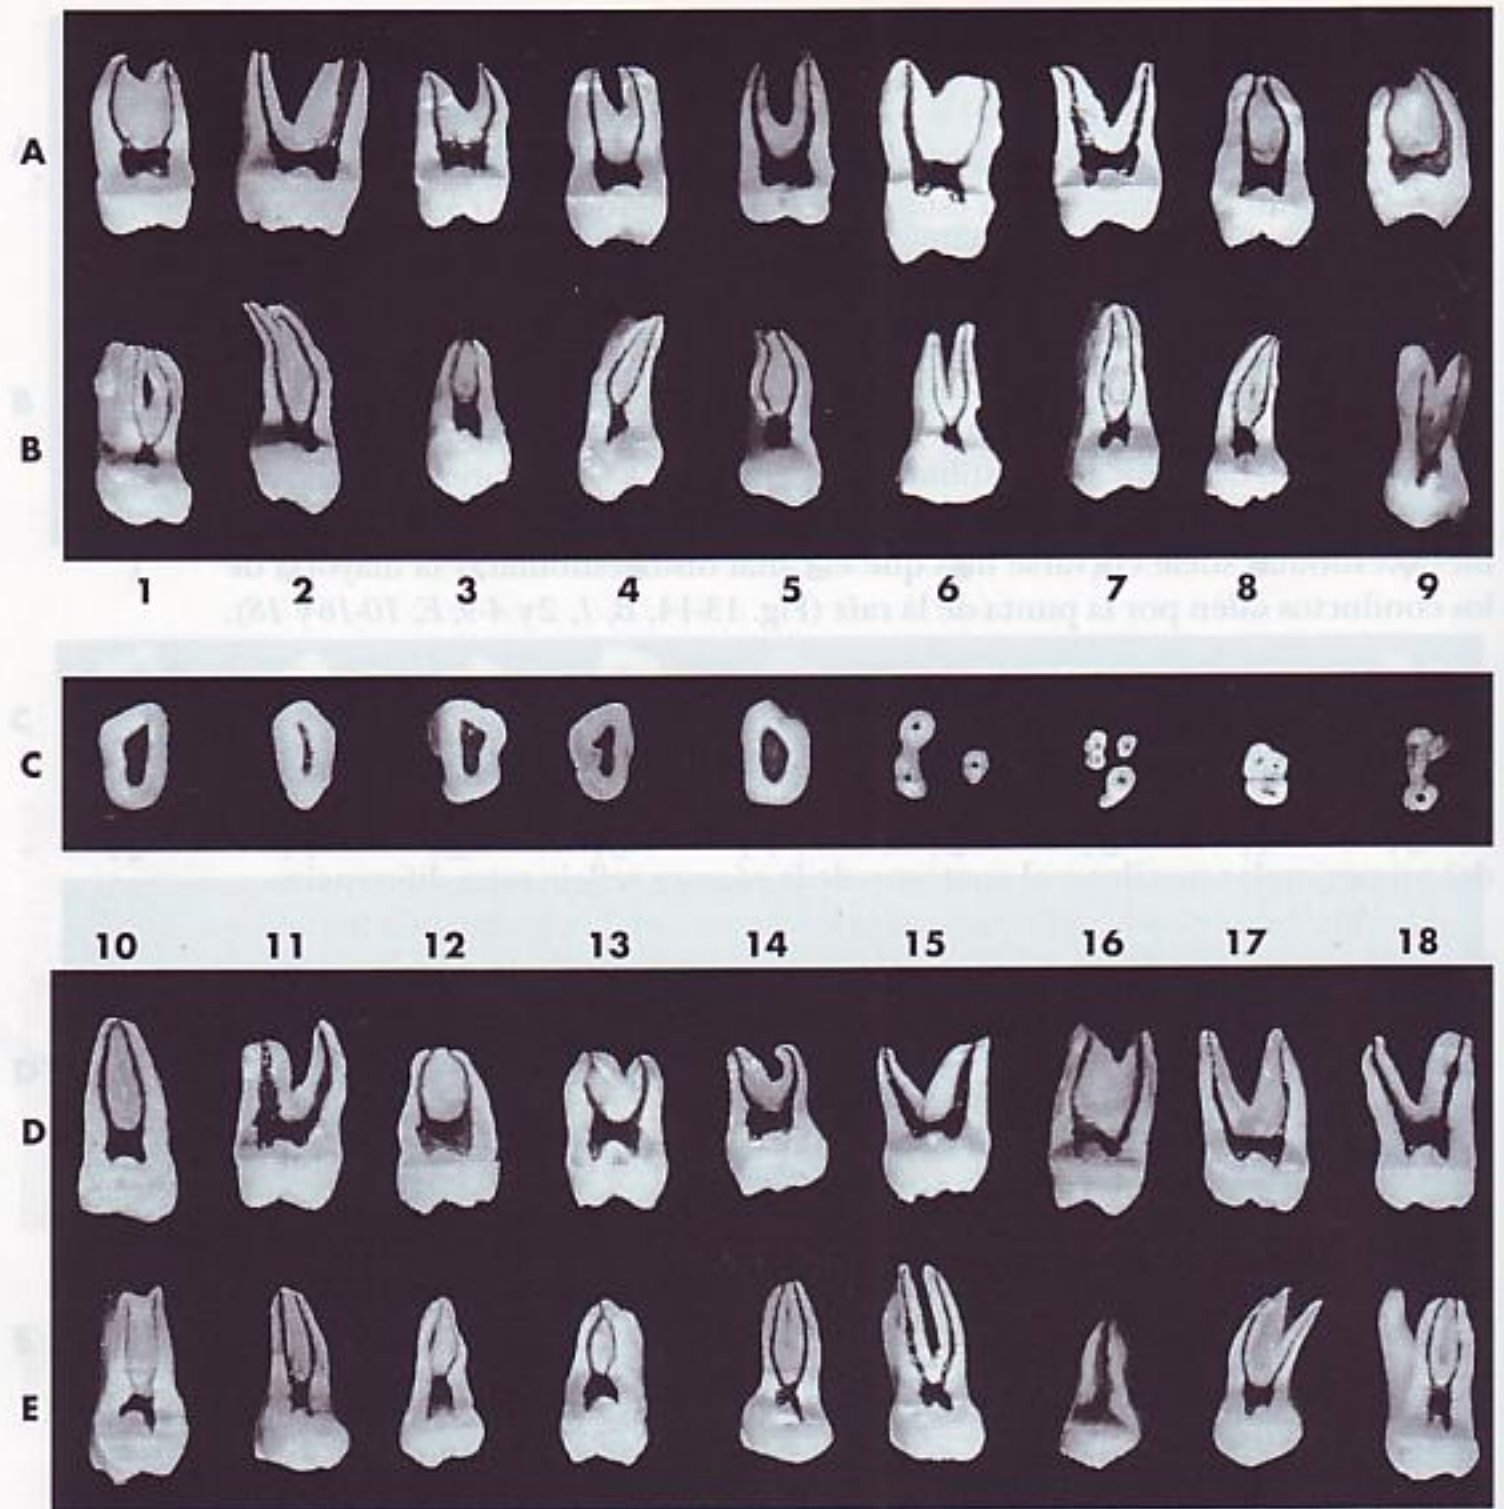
Tercer molar maxilar. A, sección vestibulolingual mostrando la superficie mesial y distal de la cavidad pulpar. Esta proyección no se puede ver en las radiografías dentales. B, sección mesiodistal mostrando la superficie vestibular y lingual de la cavidad pulpar. C, cinco secciones transversales en la línea cervical, y cuatro en la parte media de la raíz. D, sección vestibulolingual mostrando la superficie mesial y distal de la cavidad pulpar. E, sección mesiodistal mostrando la superficie vestibular y lingual de la cavidad pulpar.
